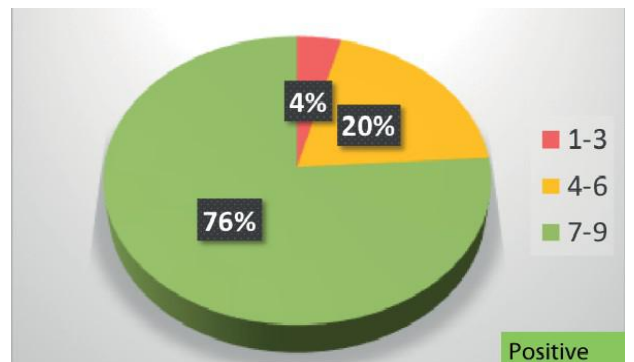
Delphi：在诊断 RARS 中：如果没有进行内镜检查，是否需要在急性发作期间（或之后不久）进行 CT 检查？
